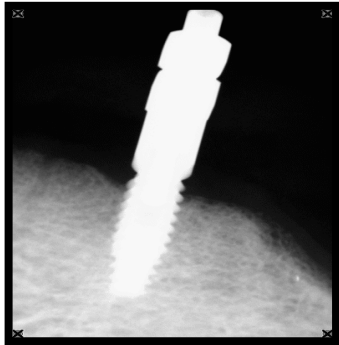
Imagen de Radiografía con pilar de transferencia derecho.
